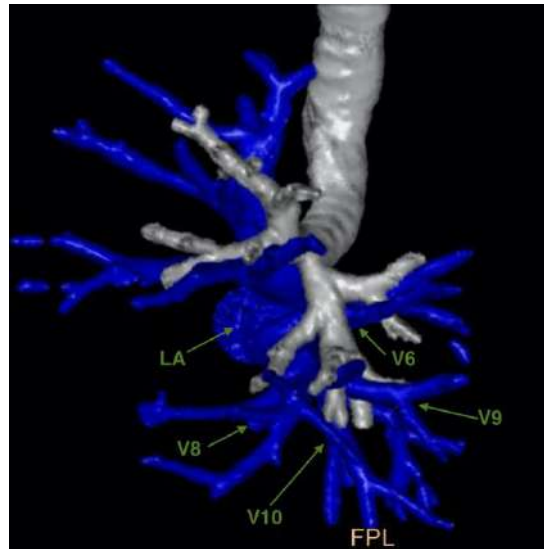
Формирование общей базальной вены путём слияния заднелатеральной (V^{9+10}) и передней (V^8) базальной вен (3D-реконструкция МСКТ-АГ) V^6 – заднезональная вена; V^8 – передняя базальная вена; V^9 – латеральная базальная вена; V^{10} – задняя базальная вена; LA – левое предсердие.
